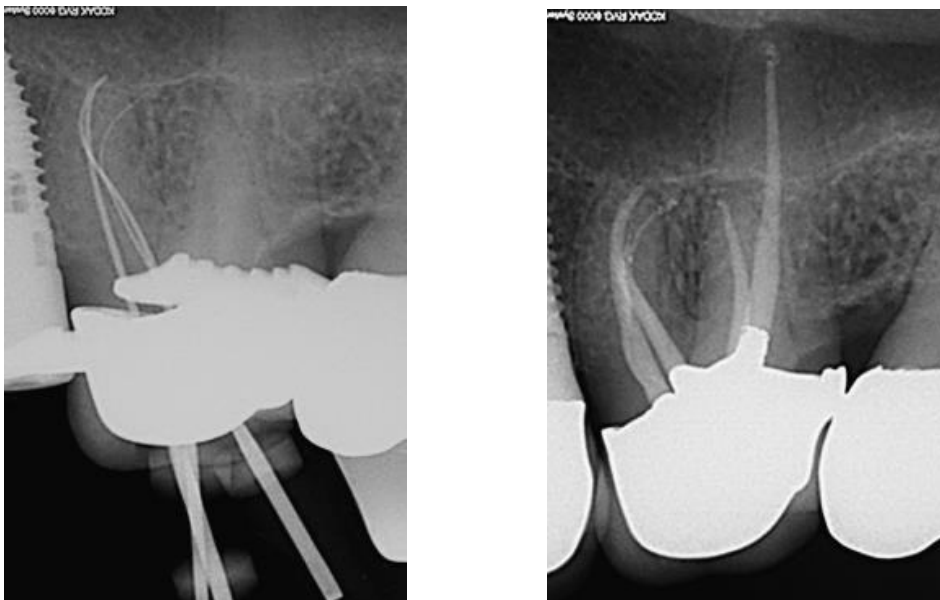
(a,b) : Radiografia de trabalho (a) e radiografia final (b) adaptado de (Clark & Khademi, 2010)
